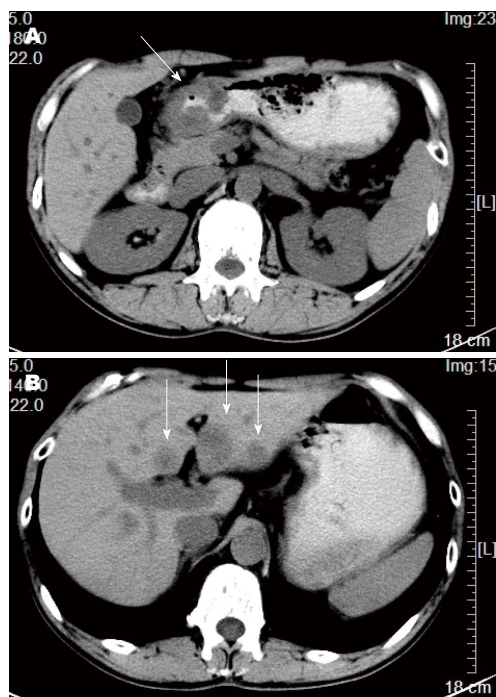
腹部CT扫描结果。A: 平扫见胃窦部肿物(如箭头所示); B: 肝脏多发转移瘤(如箭头所示)。CT: 计算机断层扫描。
